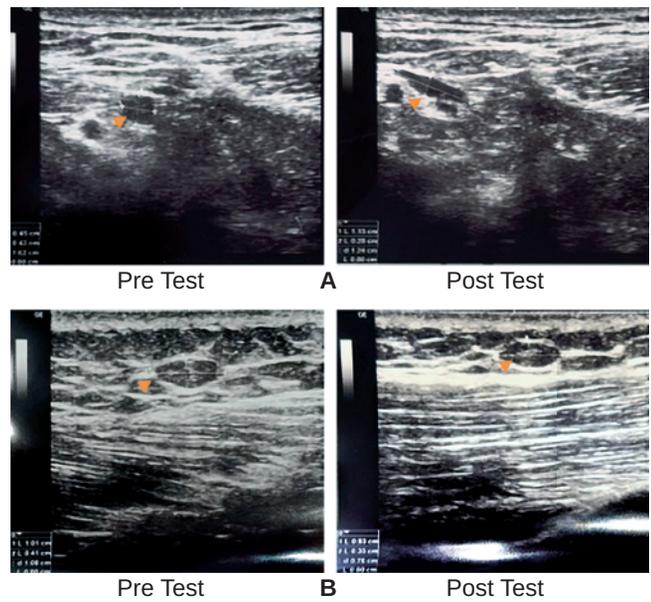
Ultrasound Images of Neck Muscles Pre and Post Deep Friction Massage Showing Trigger Point Size Changes
